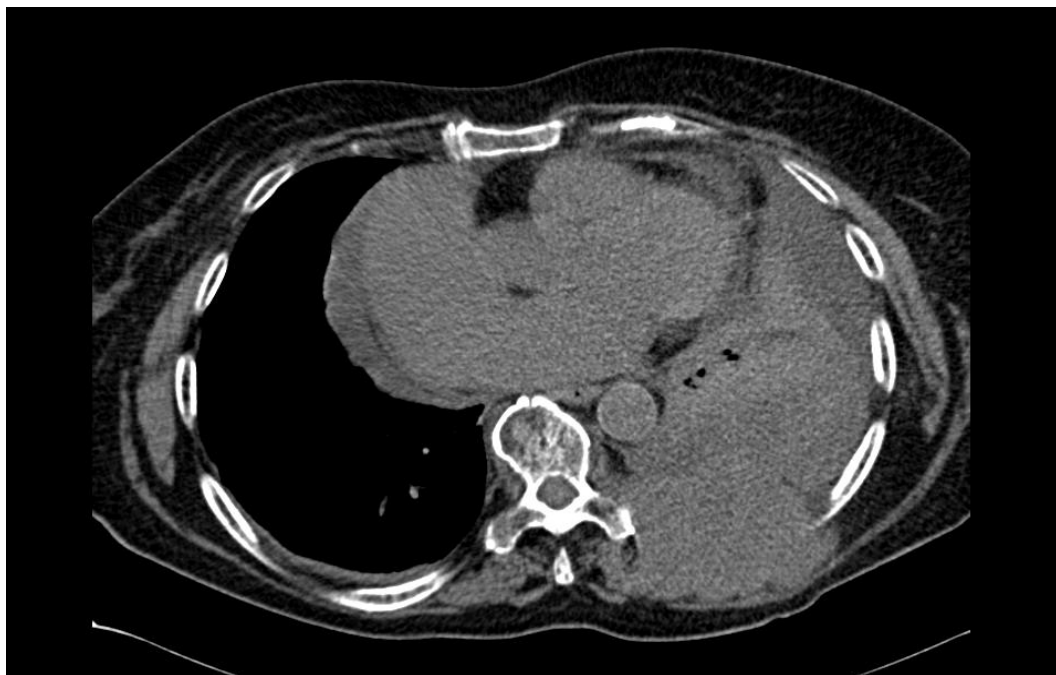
Tomografia computadorizada de tórax mostrando um grande derrame pleural à esquerda, com conteúdo heterogêneo, causando atelectasia quase completa do pulmão esquerdo e uma extensa lesão osteolítica envolvendo a porção posterior da nona costela esquerda, com componente significativo de partes moles.
